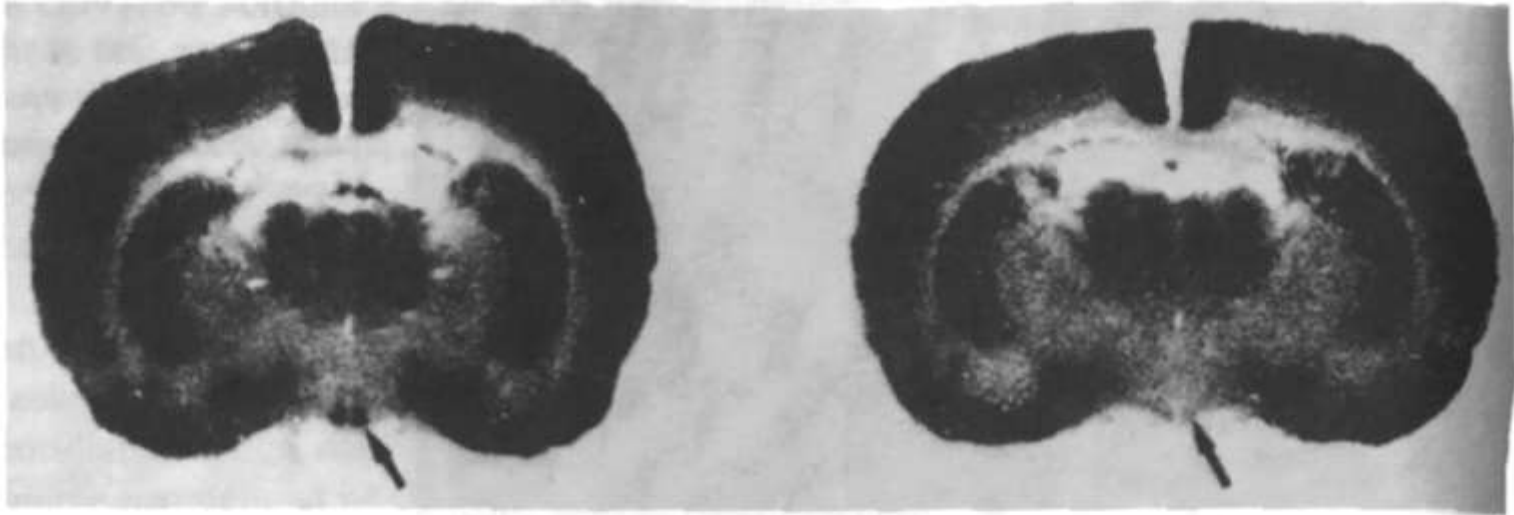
Autorradiografías de secciones transversales del cerebro de ratas que fueron inyectadas con carbono 14, marcadas con 2-desoxiglucosa durante el día (*izquierda*) y la noche (*derecha*). La región oscura en la base del cerebro (flechas) indica un aumento en la actividad metabólica de los núcleos supraquiasmáticos.
